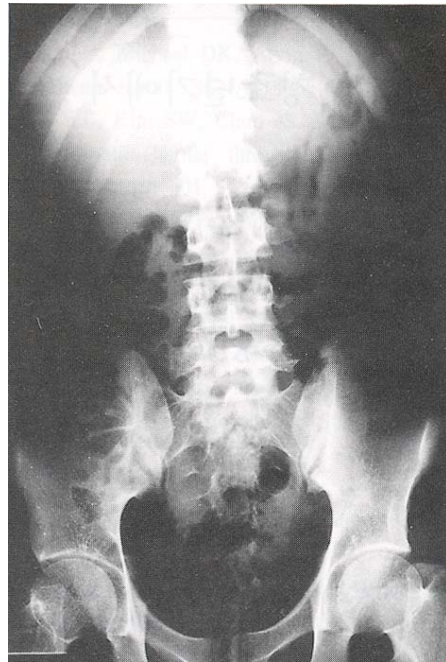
Plain abdominal radiograph shows no specific abnormal finding.
